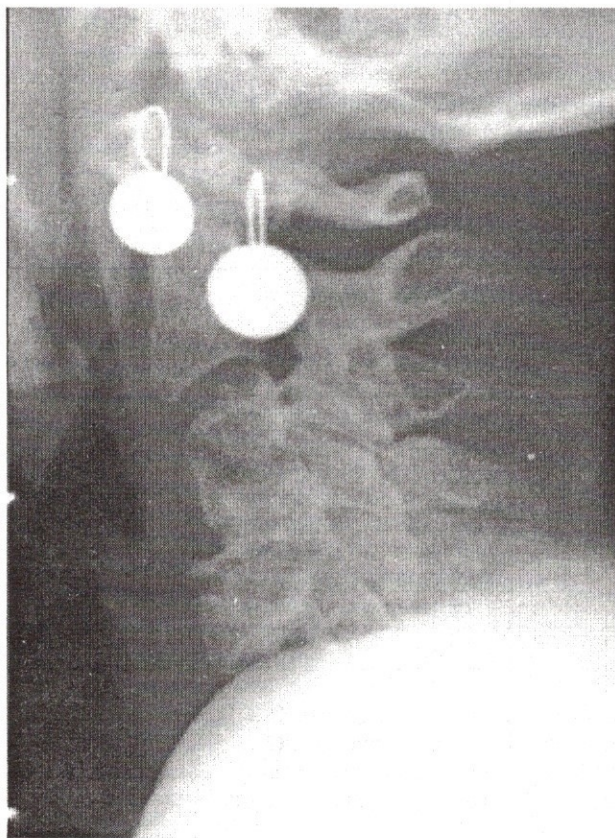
Caz clinic nr. 2. Radiografie osoasă ținută de control la 6 luni după tratamentul cu Aredia®
